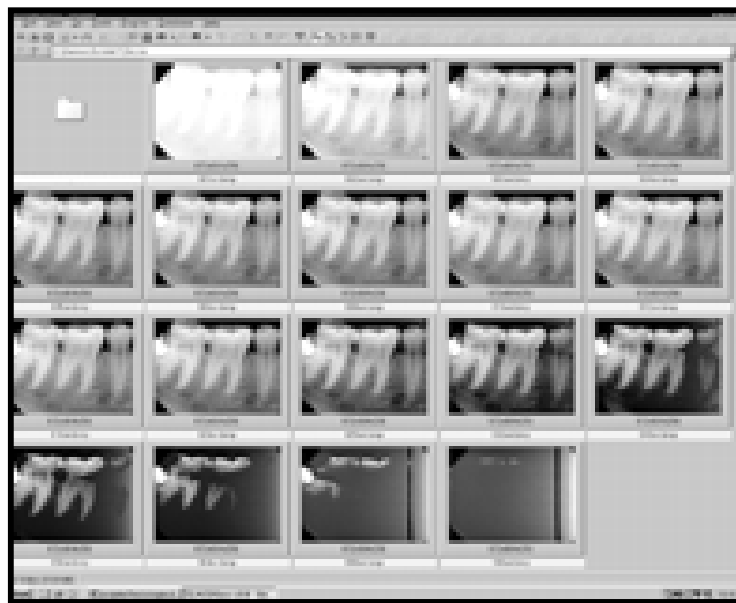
RADIOGRAFÍA DIGITAL. Serie radiografica<sup>34</sup>
